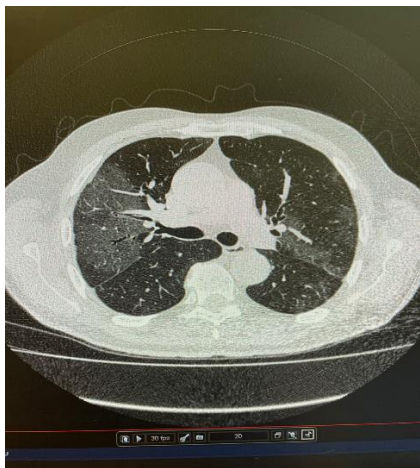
МСКТ от 05.03.2021г.
